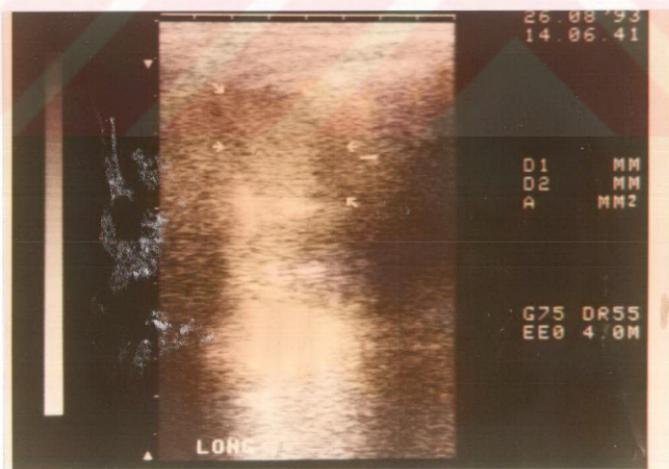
Ultrasonografide dalak içi hematomun görünümü
